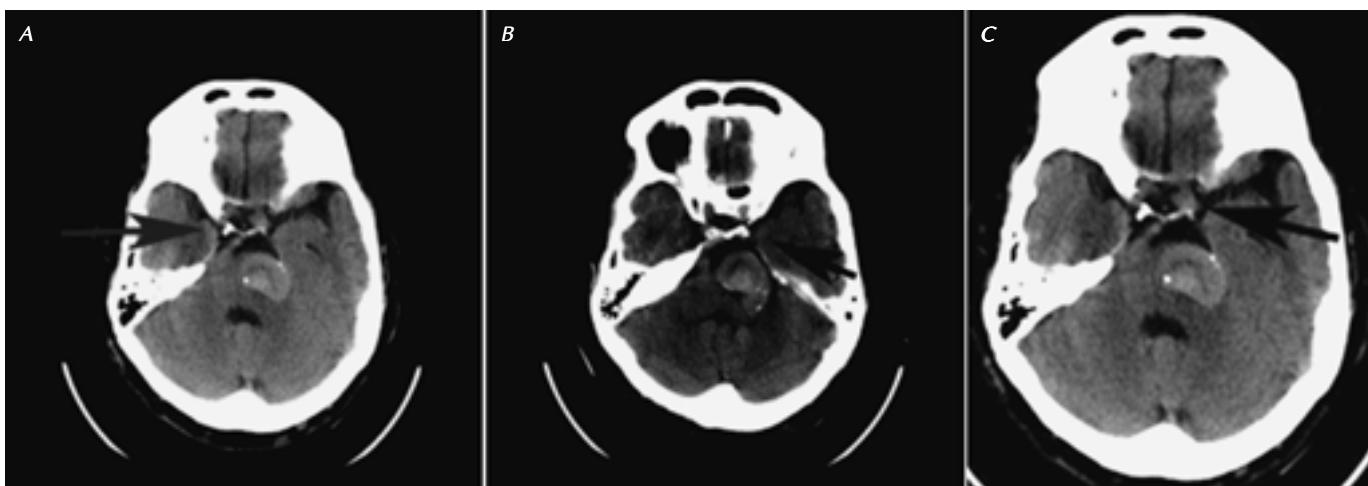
Tomografía de cráneo en fase simple. A-C. La flecha azul señala la dilatación sacular aneurismática en la arteria carótida interna derecha en su segmento cavernoso. La segunda flecha (negra) señala el aneurisma en su segmento supraclinoideo izquierdo.
